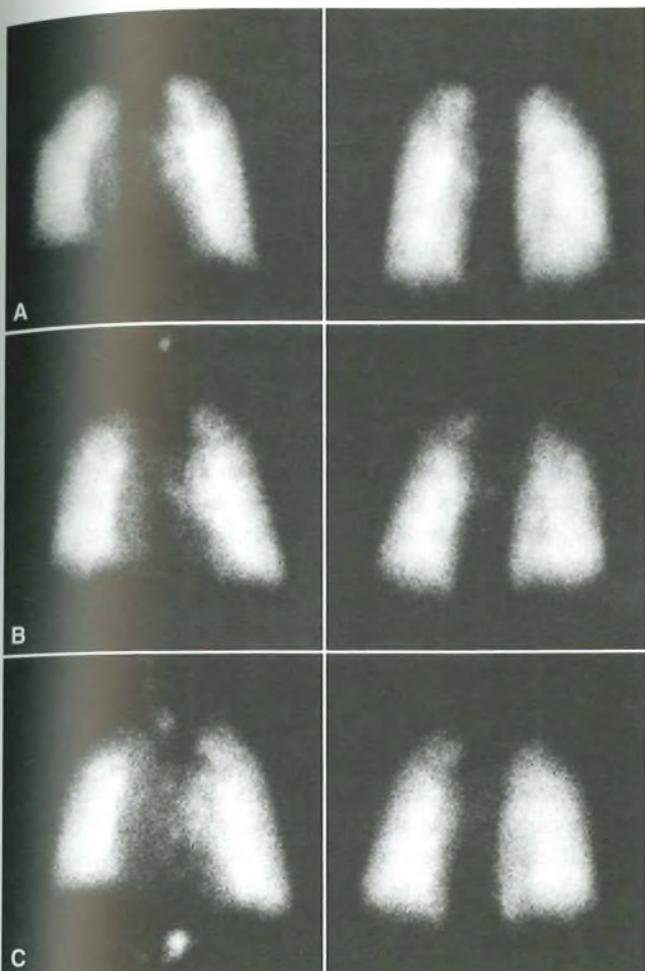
Scintigrafia polmonare perfusionale (A), ventiliatoria con aerosol (B) e con pseudogas (C) in condizioni normali. Le immagini scintigrafiche sono sostanzialmente uguali nelle proiezioni anteriore (a sinistra) e posteriore (a destra).
